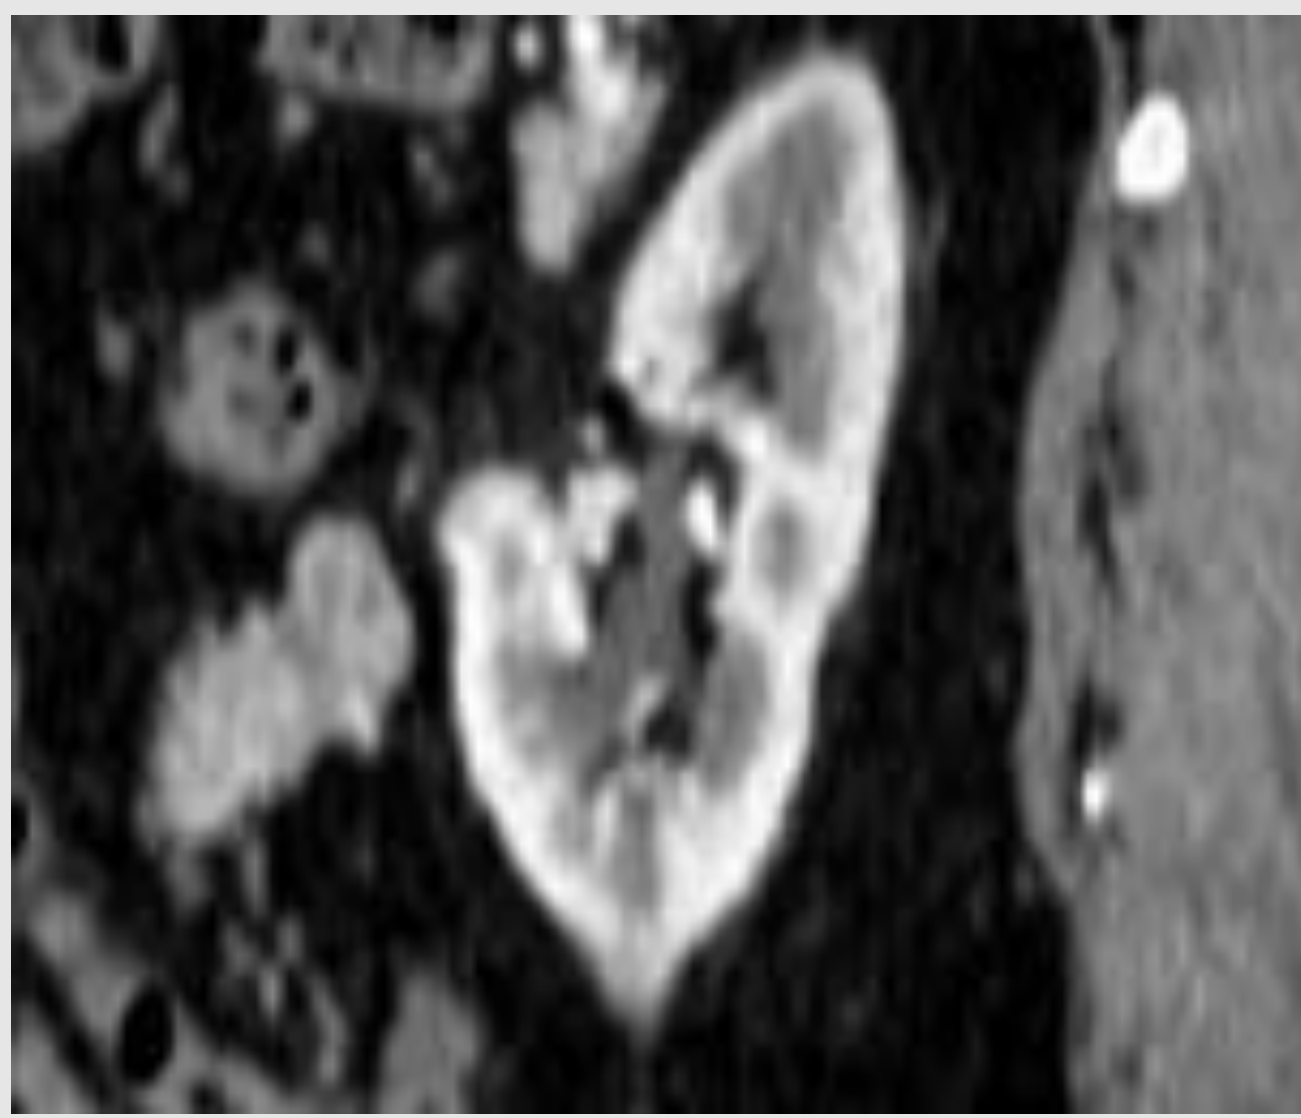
Carcinoma de células renales en polo superior izquierdo en mujer de 80 años detectado incidentalmente al realizar una TC por un cólico renal contralateral. La lesión tenía 4,2 cm por lo que se decidió tratar con microondas. La antena (flechas) se dirigió hacia la zona de transición entre el tumor y el parénquima, dado que en la zona periférica el efecto ablativo se potencia con el “efecto horno” de la grasa perirrenal. El control por TC realizado a los 3 años muestra que el nódulo se ha contraído y no se realza. Persiste el típico halo de necrosis grasa alrededor.
